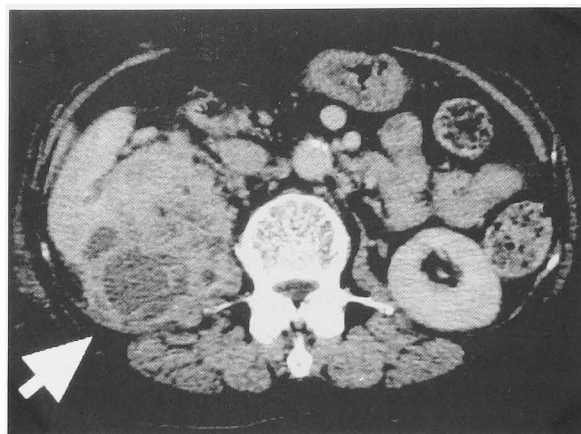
Enhanced CT shows a mass in the right psoas muscle (arrow). It is composed of solid lesion and cystic lesion. Right kidney is compressed laterally.
